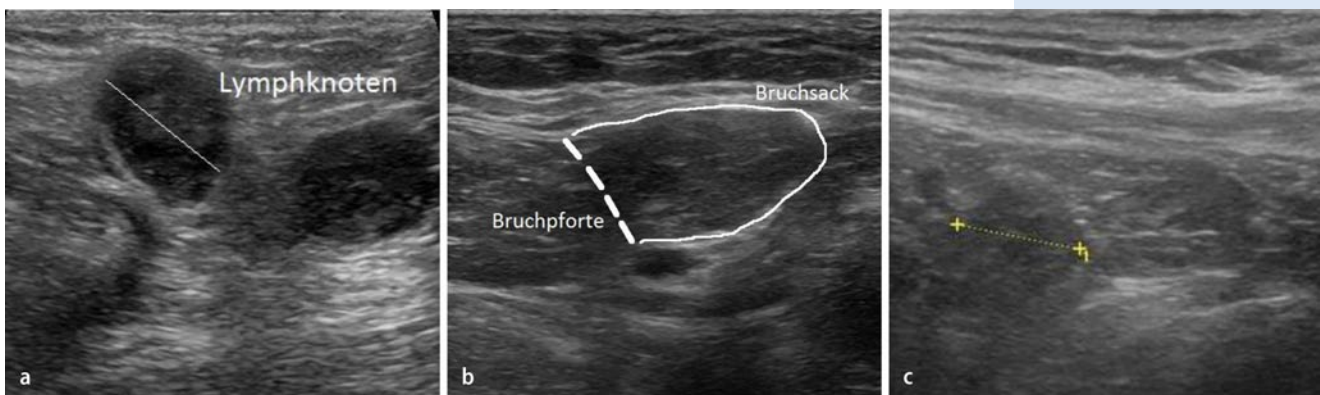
▲ a Sonographische Darstellung eines vergrößerten Lymphknotens inguinal. b Sonographische Darstellung eines inguinalen Fasziendefektes (Bruchpforte) mit Bruchsack bei Leistenhernie. c Sonographische Darstellung eines umschriebenen Defektes der Leistenkanalhinterwand („sportsmen's groin“)
